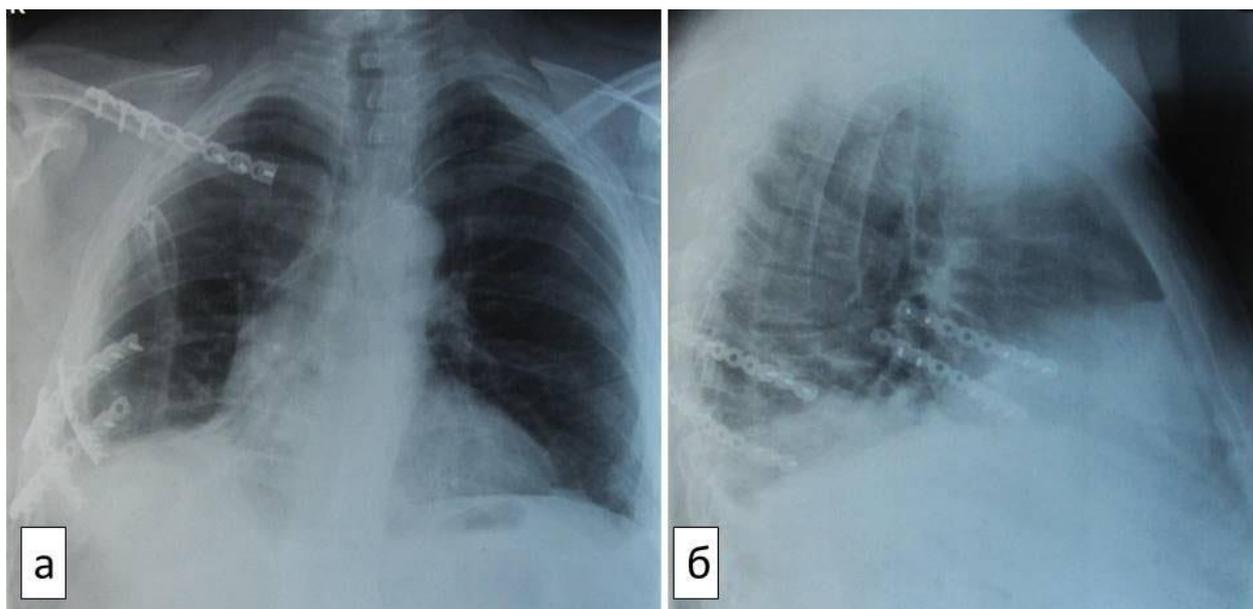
Рентгенограмма грудной клетки пациента С., 38 лет, история болезни №18728141: а – прямая проекция; б – боковая проекция. Состояние после остеосинтеза V, VI, VIII, IX ребер справа и правой ключицы, торакоскопии, ушивания разрыва диафрагмы.
